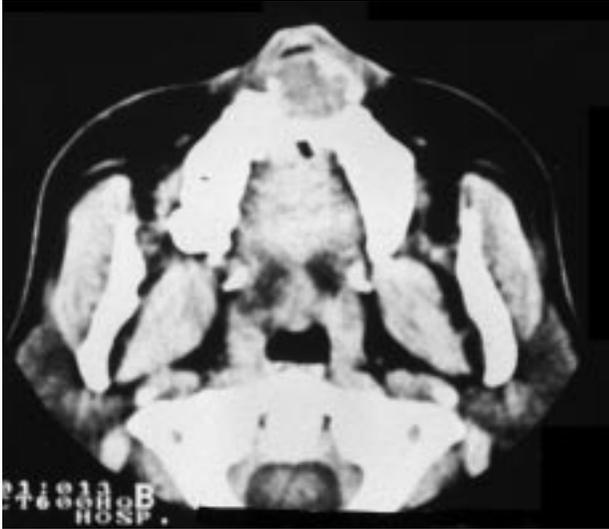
TC craneofacial que objetiva la lesión osteolítica en el maxilar superior, en la base de la nariz, con densidad de partes blandas e interrupción del borde óseo.
